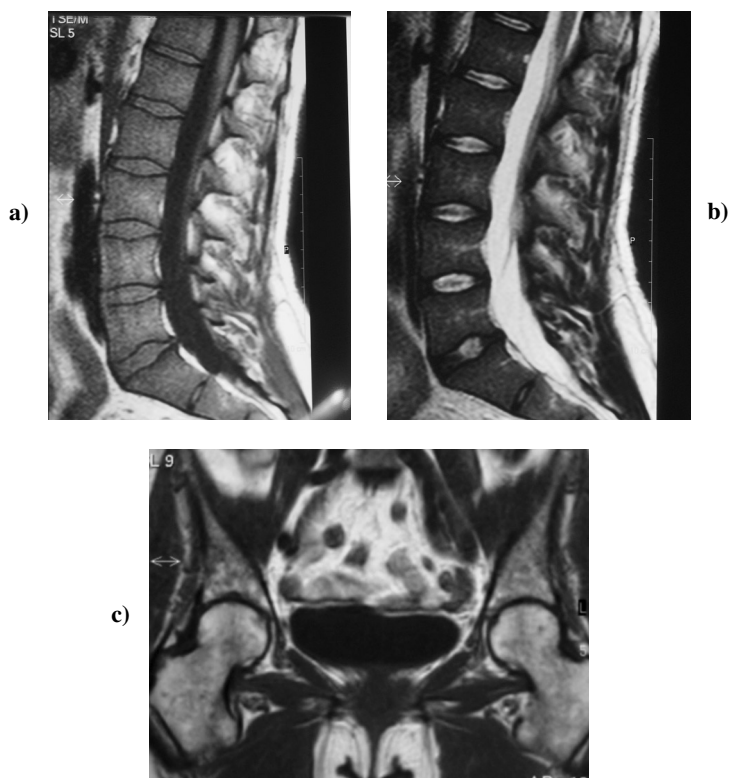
RM. SE T1 sagital (a) y SE T2 (b) de columna lumbar. SE T1 coronal de pelvis (c): Afectación típica de enfermedad de Gaucher. Infiltración homogénea hipointensa en SE T1 (a), hipointensa en SE T2 (b), con disminución de la infiltración en huesos pélvicos y epífisis preservadas (c).
